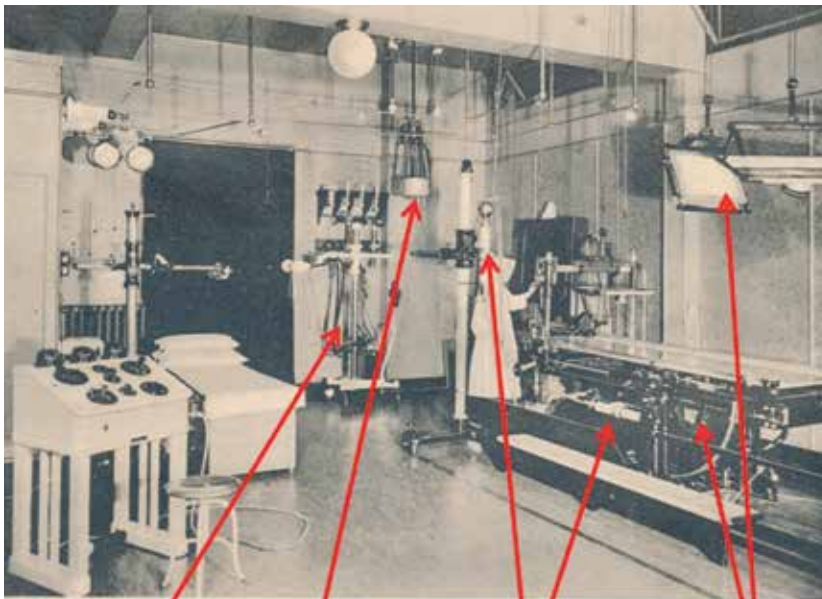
Röntgenafdeling in het Binnenziekenhuis te Eindhoven rond 1925. Dit is een Ansichtkaart uit de collectie van prof.dr. M.J. van Lieburg, medisch historicus Trefpunt Medische Geschiedenis.
